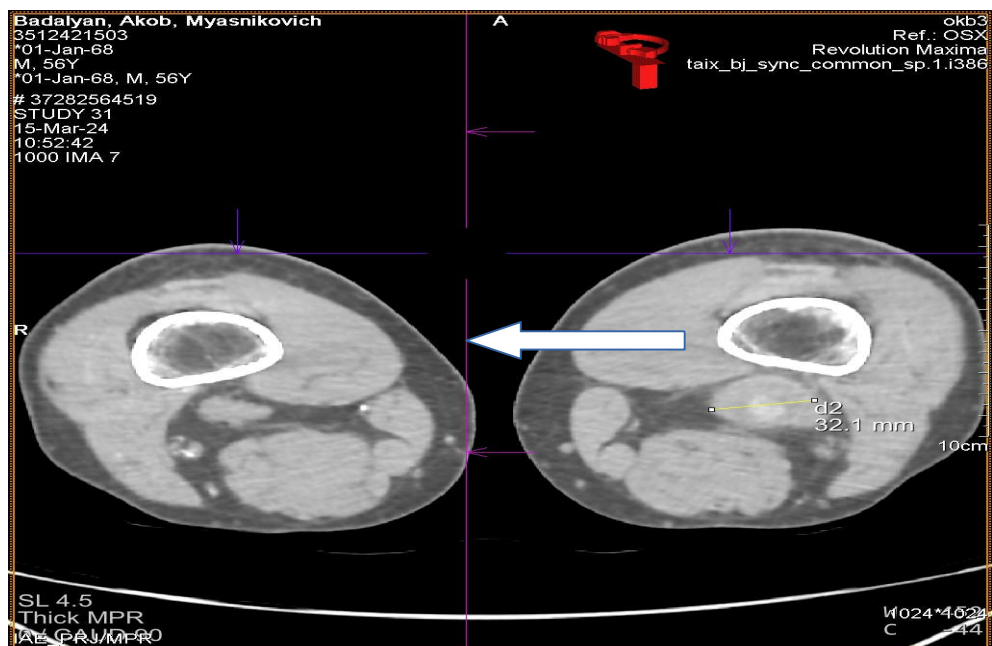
МСКТ — ангиограмма истинной аневризмы глубокой артерии бедра слева.
